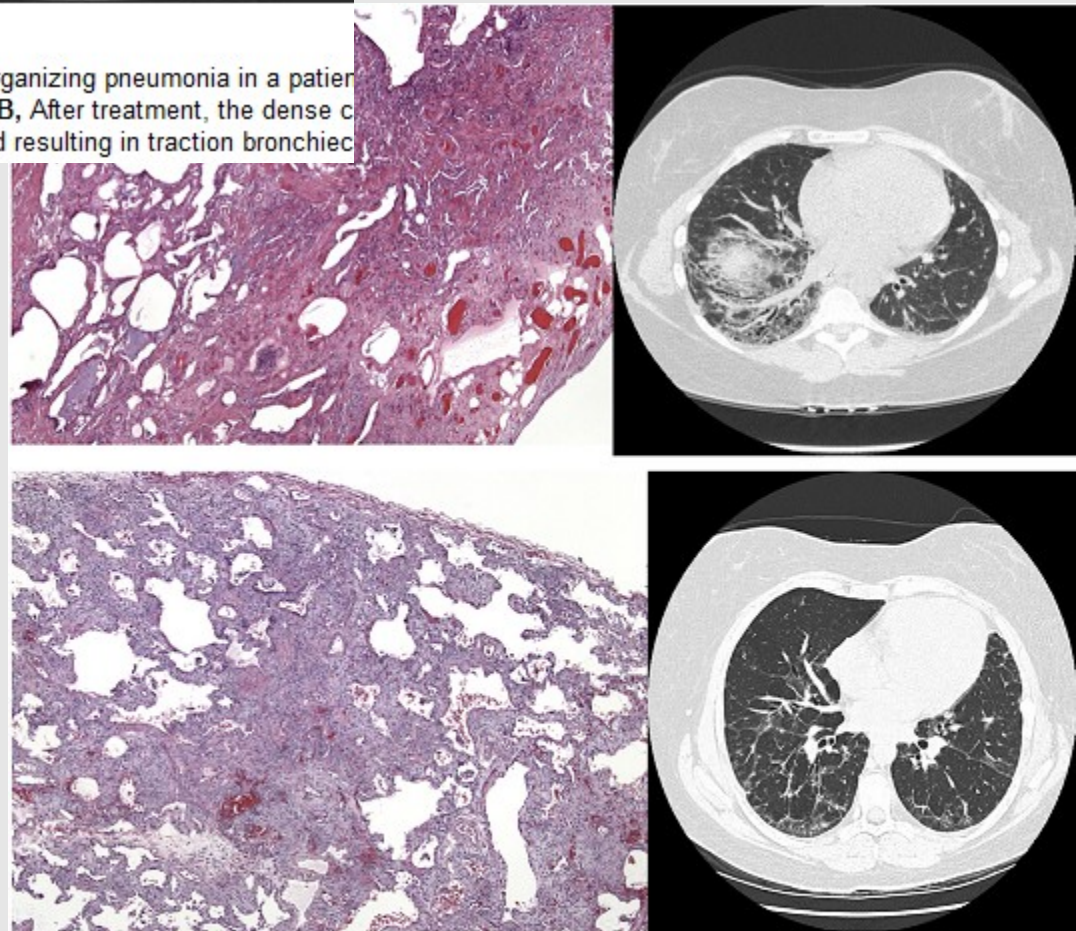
• A, CT scan shows dense consolidation that denotes organizing pneumonia in a patient with MA-ILD. The disease tends to be most prominent posteriorly in the lower lobes. B, After treatment, the dense consolidation has resolved, but there is extensive residual linear opacification, representing residual fibrosis and resulting in traction bronchiectasis.
